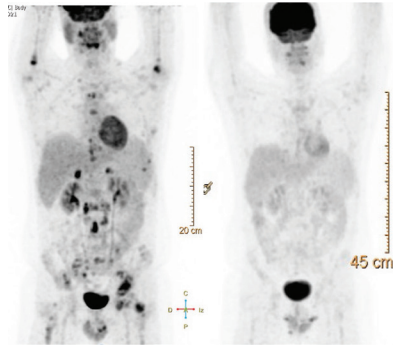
En la imagen de la izquierda se muestra el PET-TAC al diagnóstico donde se pone de manifiesto la presencia de adenopatías hipermetabólicas supra e infradiafragmáticas (DS 4), focos hipermetabólicos en ambas glándulas suprarrenales (DS 5), en músculo psoas izquierdo (DS 4) y a nivel intracanal medular a la altura de L3-L4 y D8-D9 (DS 5). En la imagen de la derecha se muestra el PET-TAC tras 6 ciclos donde no se observa captación patológica (respuesta completa)
